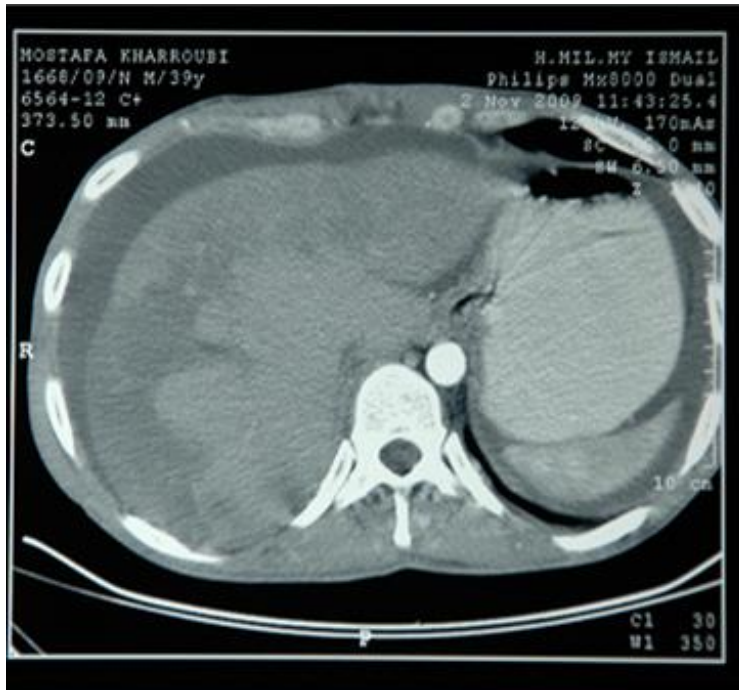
TDM abdominale : congestion hépatique avec image d'infarctus.
